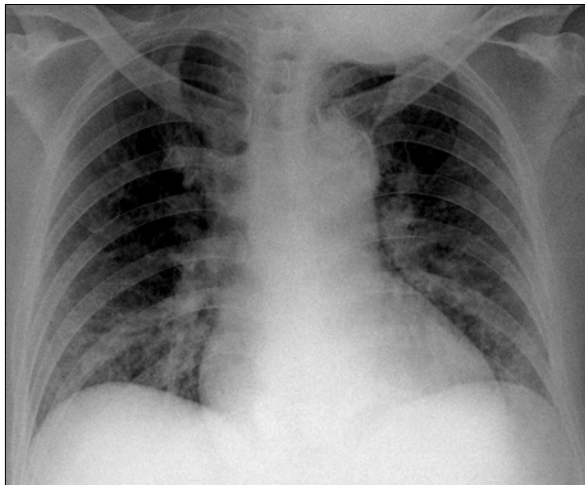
Simple chest radiograph shows increased vascular markings and ground glass opacities in both lower lung fields.
